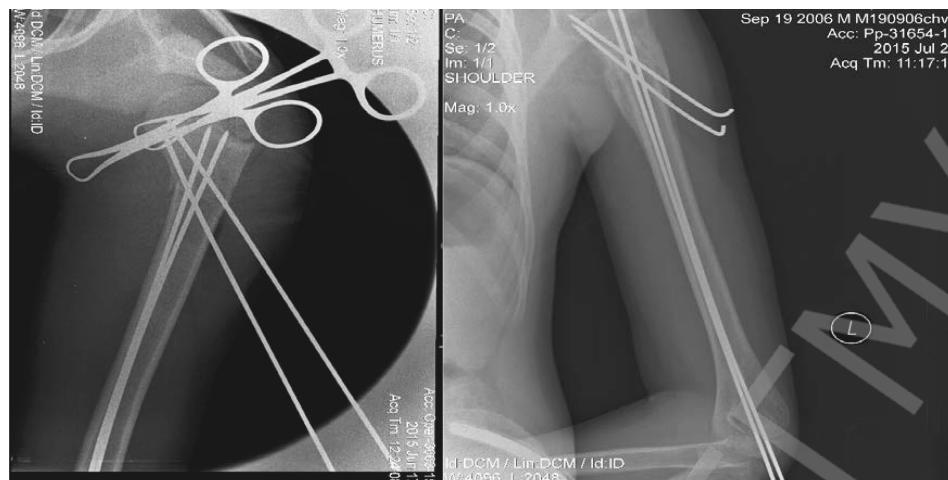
Рентгенография плечевой кости пациента Я. после репозиции отломков и фиксации спицами
